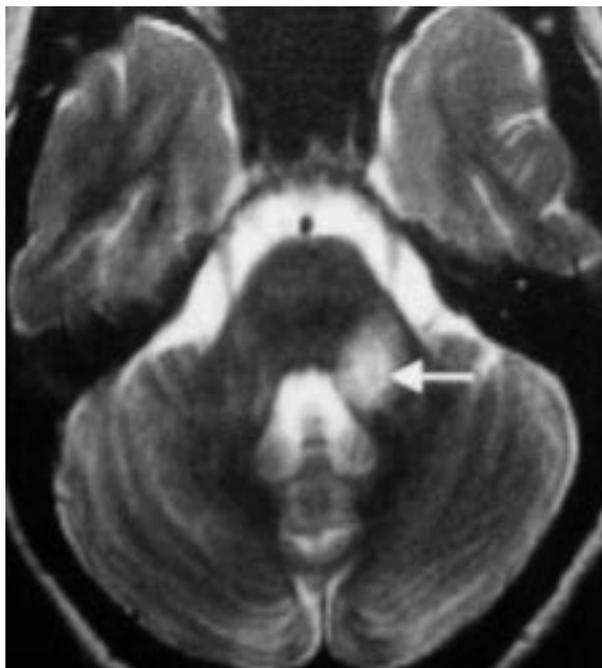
La resonancia magnética permite en la actualidad estudiar de forma adecuada muchas de las causas de vértigo de origen central. Lesión en el pedúnculo cerebeloso medio izquierdo (placa de esclerosis múltiple).
